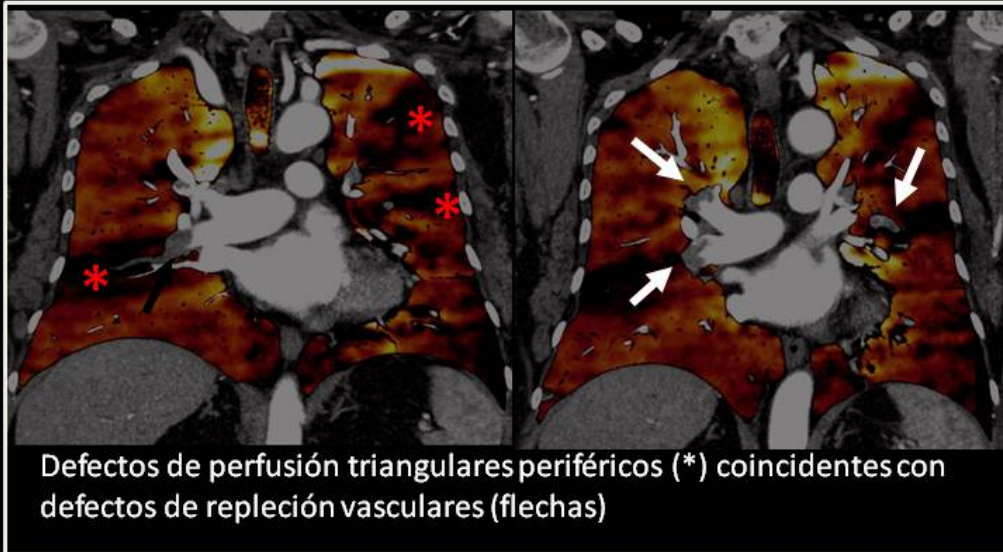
Defectos de perfusión vascular coincidentes y no coincidentes. Imágenes de TC dual en corte coronal en donde se observan defectos de repleción en vasos pulmonares que se corresponden con áreas de hipoperfusión de morfología triangular en el mapa de yodo.
